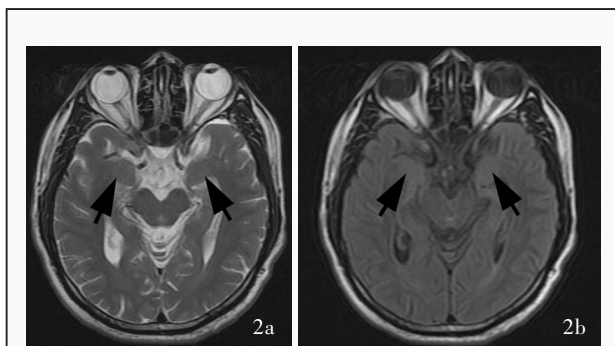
男性患者,39岁,临床诊断为抗 LGI1 抗体相关脑炎。头部 MRI 检查所见 2a 横断面 T₂WI 显示,双侧颞叶内侧对称性条片状稍高信号影(箭头所示) 2b 横断面 FLAIR 成像显示,双侧颞叶内侧对称性条片状稍高信号影(箭头所示)
